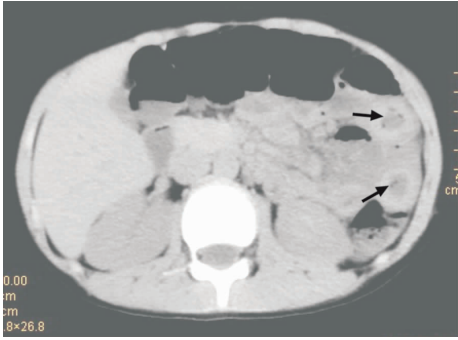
治疗前 CT 平扫 + 增强 肠壁水肿, 肠腔狭窄、肠腔间隙欠清晰(箭头)。
